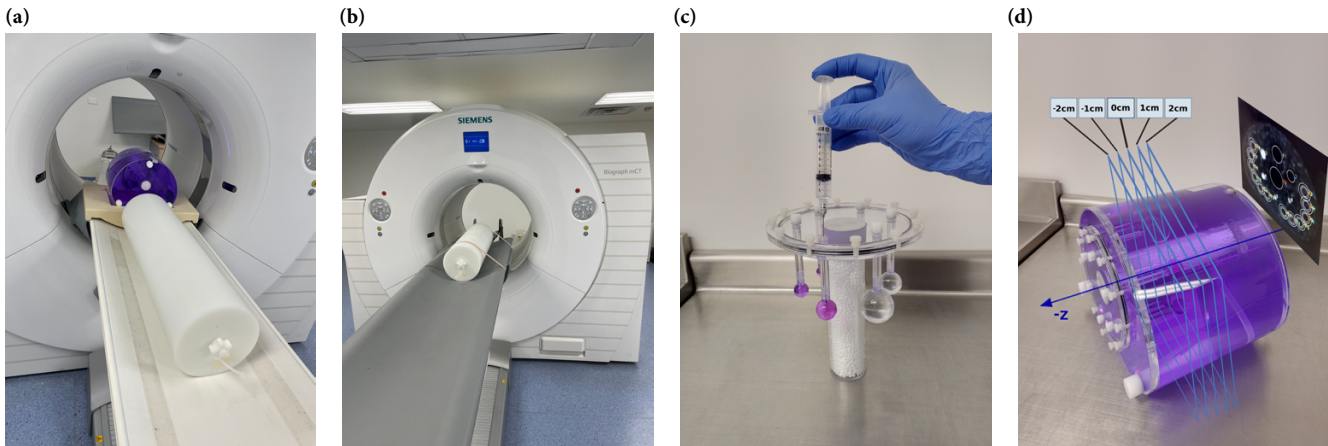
a) Maniquí de torso y maniquí generador de dispersión en configuración para la prueba de calidad de imagen. b) Maniquí de HDPE (polietileno de alta densidad) ubicado en la camilla del tomógrafo PET; en su interior la fuente lineal de ^{18}F -FDG con $71,0 \pm 0,1$ cm de longitud, con una actividad de ~ 1070 MBq (28,92 mCi), en la posición indicada para iniciar la prueba de fracción de dispersión, radio aleatorios-totales y NECR. c) Llenado de esferas frías (transparente) y esferas calientes (color púrpura), que se insertaron en el maniquí de torso. d) Configuración de planos para identificar los ROI en el interior del maniquí de calidad de imagen, conforme al protocolo NEMA [5].
